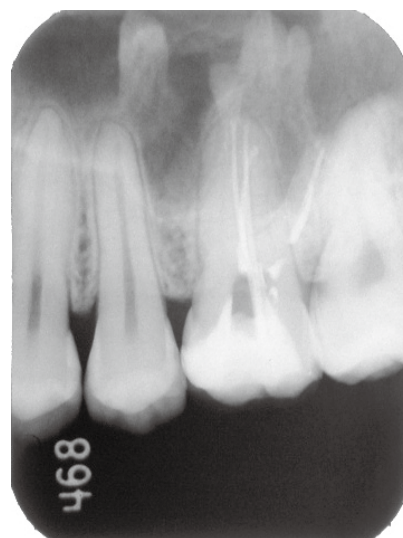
Dental radiograph of retrieval of gutta-percha points (two separate canals in palatal root)
